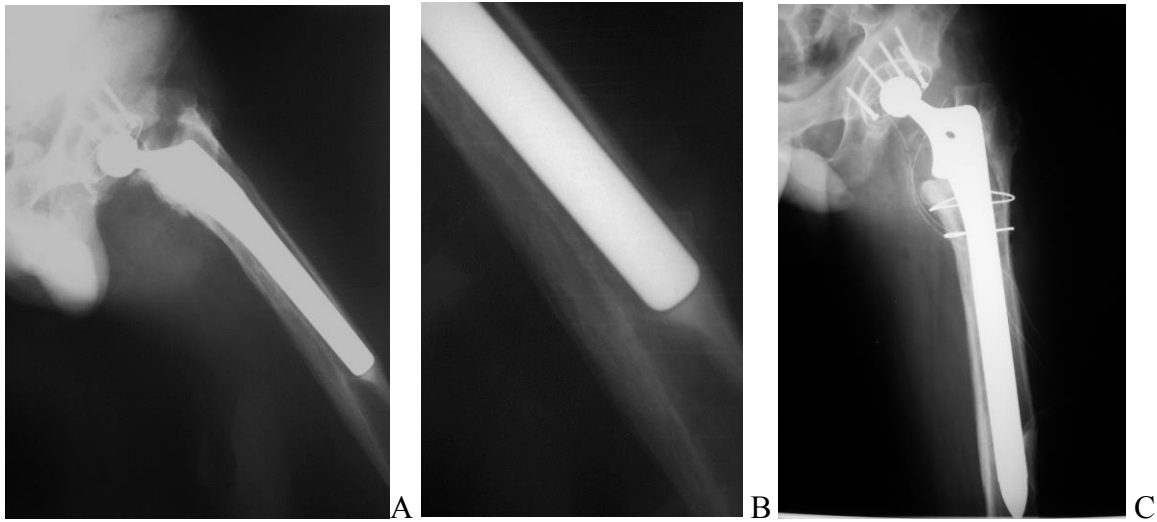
А. Рентгенограммы пациента К., 38 лет. Нестабильность бедренного компонента эндопротеза Richards левого тазобедренного сустава, бесцементная фиксация компонента. В. Рентгенологические признаки миграции бедренного компонента с разрушением кортикального слоя диафиза. С. Рентгенограмма после ревизии с использованием ножки Solution Calcar (DePuy). Укрепление проксимального отдела бедренной кости монофиламентными проволоочными серкляжами.
